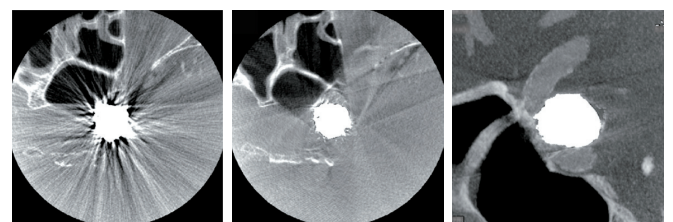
L-ICAG Intracranial Devices CT Axial像 (MAR処理なし) 図5-2. L-ICAG Intracranial Devices CT Axial像 (MAR処理あり) 図6. L-ICAG Intracranial Devices CT MPR画像 (MAR処理あり)
